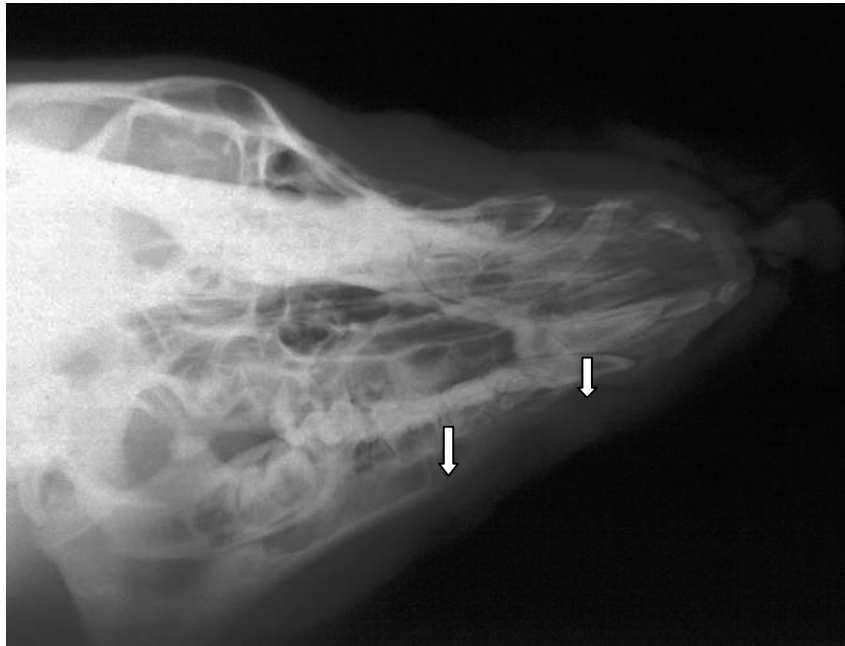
Postoperative Röntgenaufnahme (Lateraltechnik, linker Unterkiefer dargestellt) nach Bio-Oss®-Implantation (O2), Defektlänge mit Pfeilen markiert
